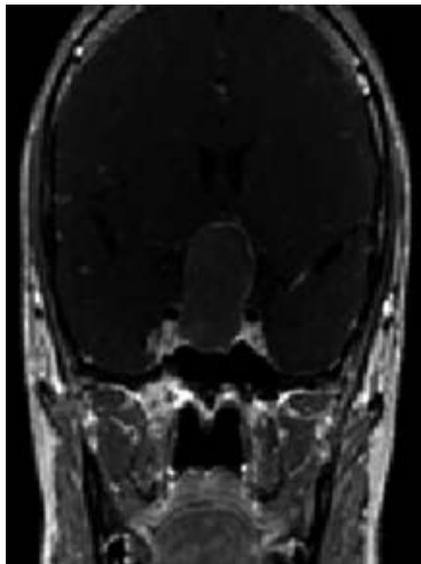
Resonancia magnética de cráneo T1 con gadolinio, corte coronal, se observa lesión sellar con extensión supraselar de bordes regulares y definidos con realce en la periferia (marzo de 2016).
